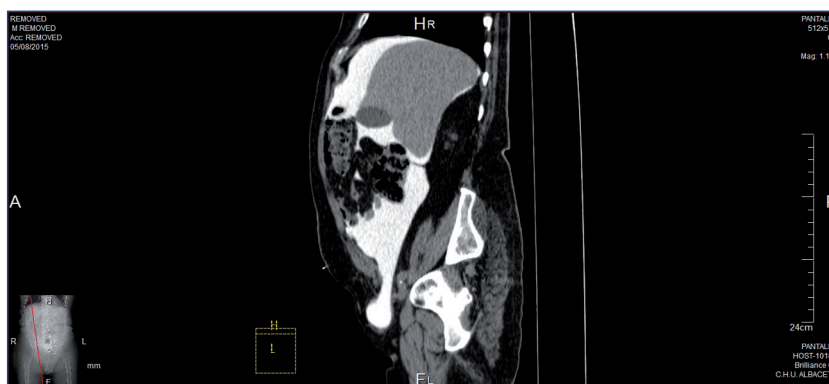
Reconstrucción sagital de peritoneografía con tomografía computarizada.
